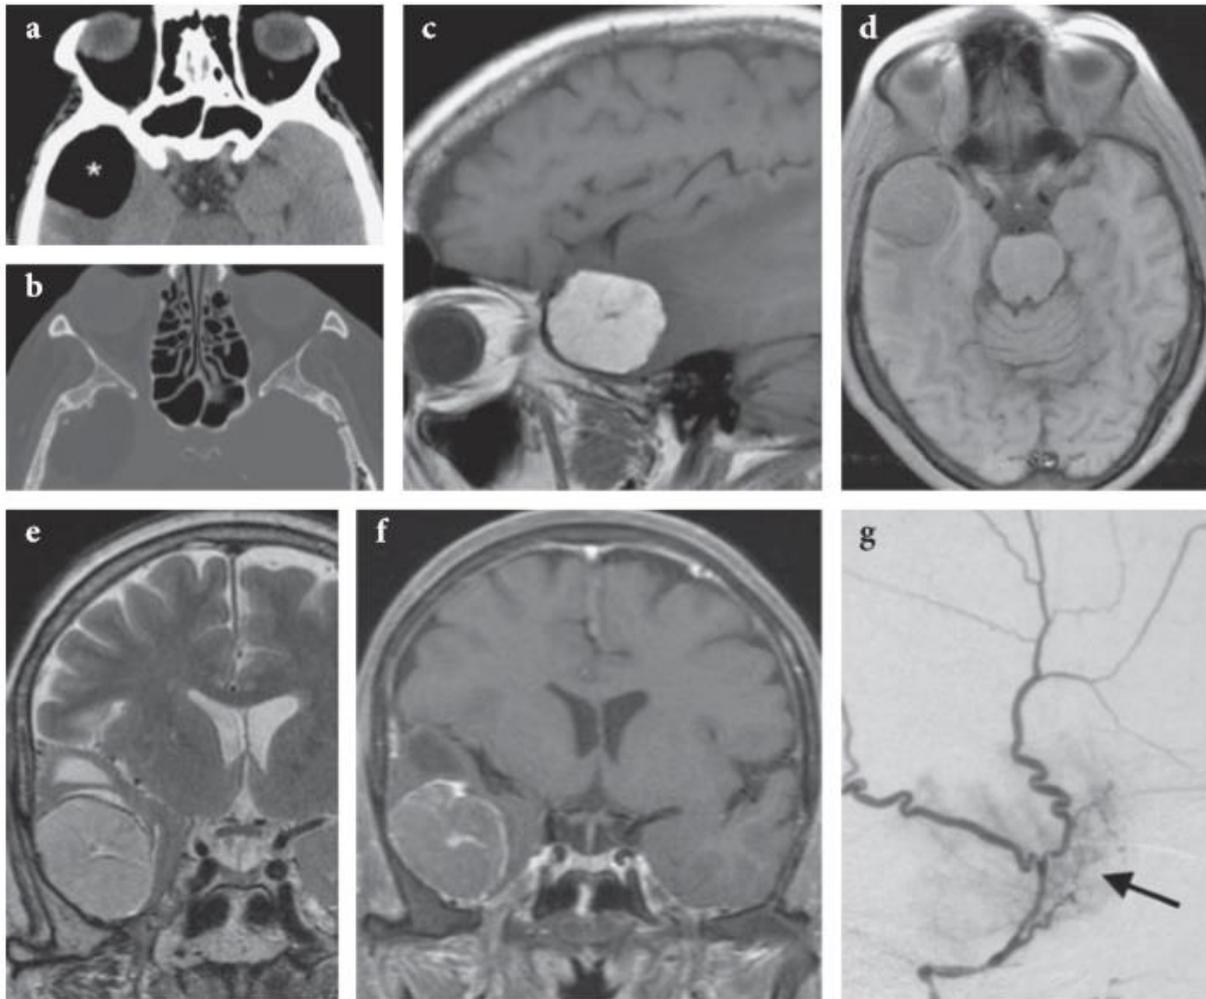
a,b : TDM avec lésion temporopolaire de densité grasseuse ; c : lésion hyperintense T1, hypodense (d) en saturation du signal de la graisse ; e : lésion hyperintense en T2 ; f : réhaussement en T1 Gadolinium ; g : blush vasculaire à l'angiographie. Chapitre 8, Neuro-imagerie diagnostique, Dieteman et al. 2018
